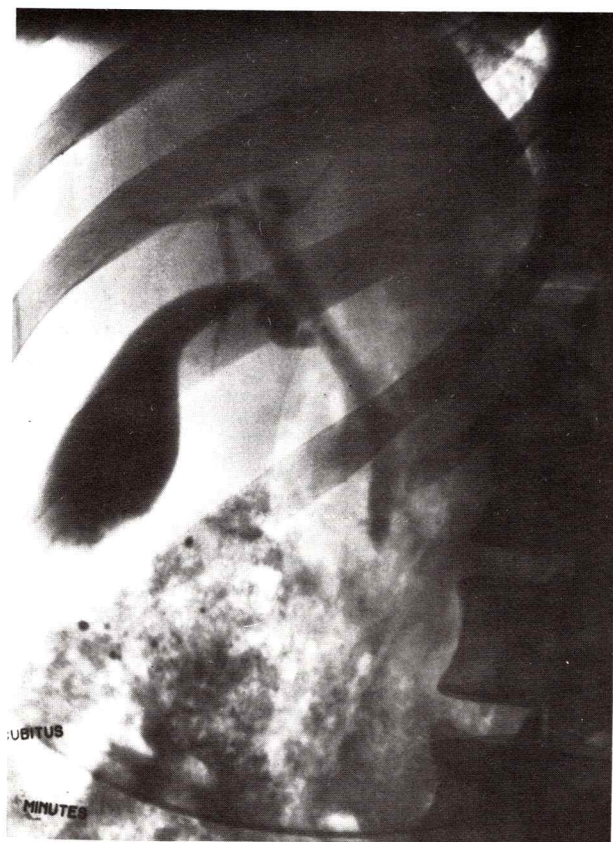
Radiografía de las vías biliares.
